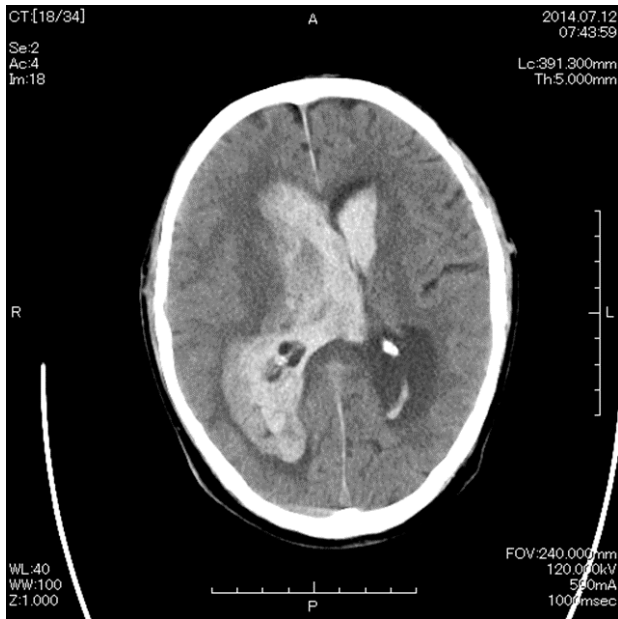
当院搬入時の頭部 CT 所見 (症例 3)
